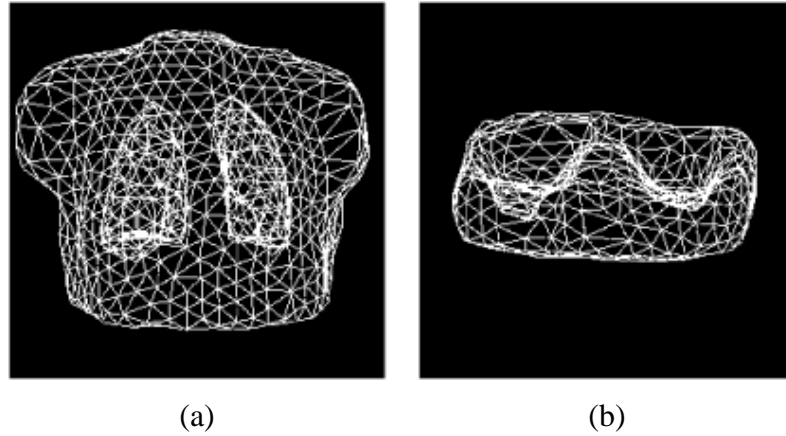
Modèle topologique et géométrique du thorax et des poumons utilisé pour segmenter (a) l'IRM transverse (b) l'image TEP de transmission.
